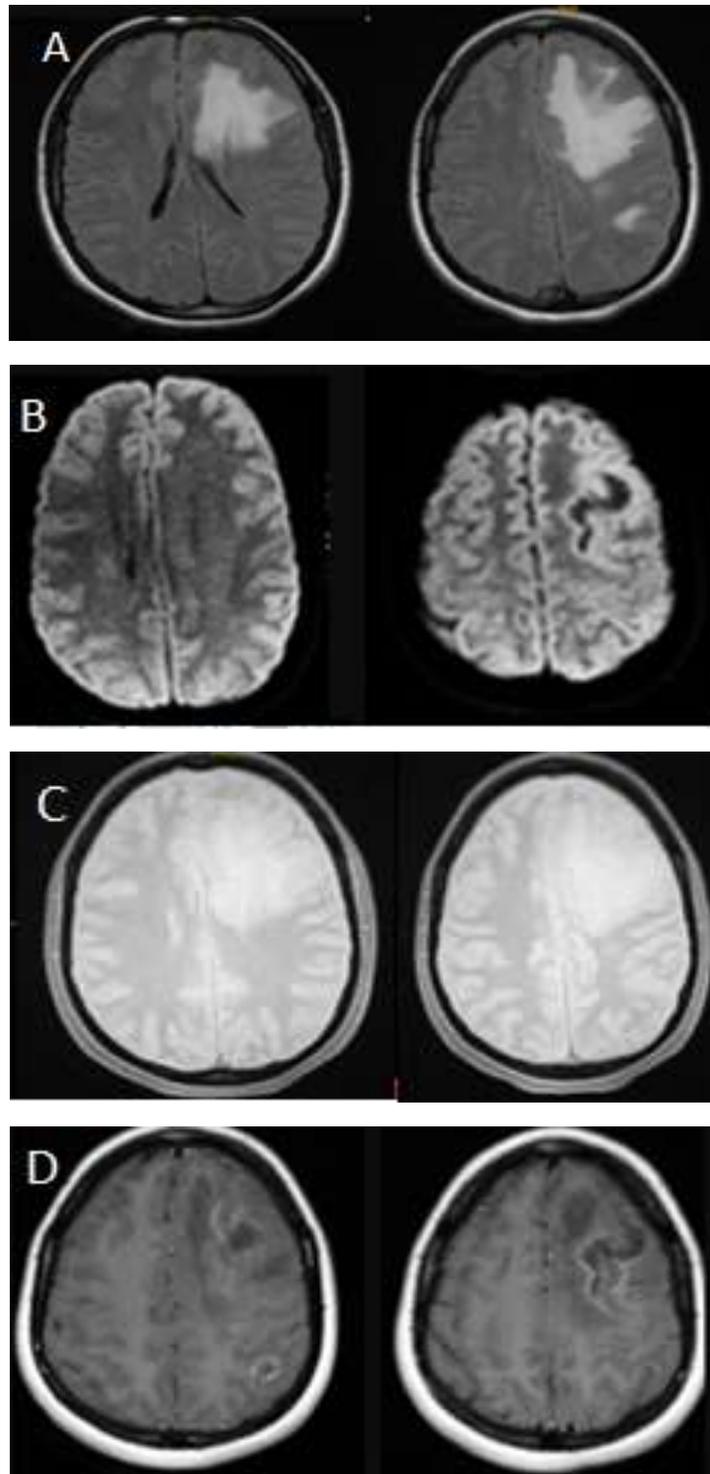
IRM cérébrale coupe axiale Flair (A), Diffusion(B),T2*(C), T1 injectée (D), objectivant une lésion fronto–pariétale gauche en hypersignal flair exerçant un effet de masse sur la corne antérieure homolatérale, sans restriction à la diffusion, avec une prise de contraste annulaire et gyriforme par endroit.
